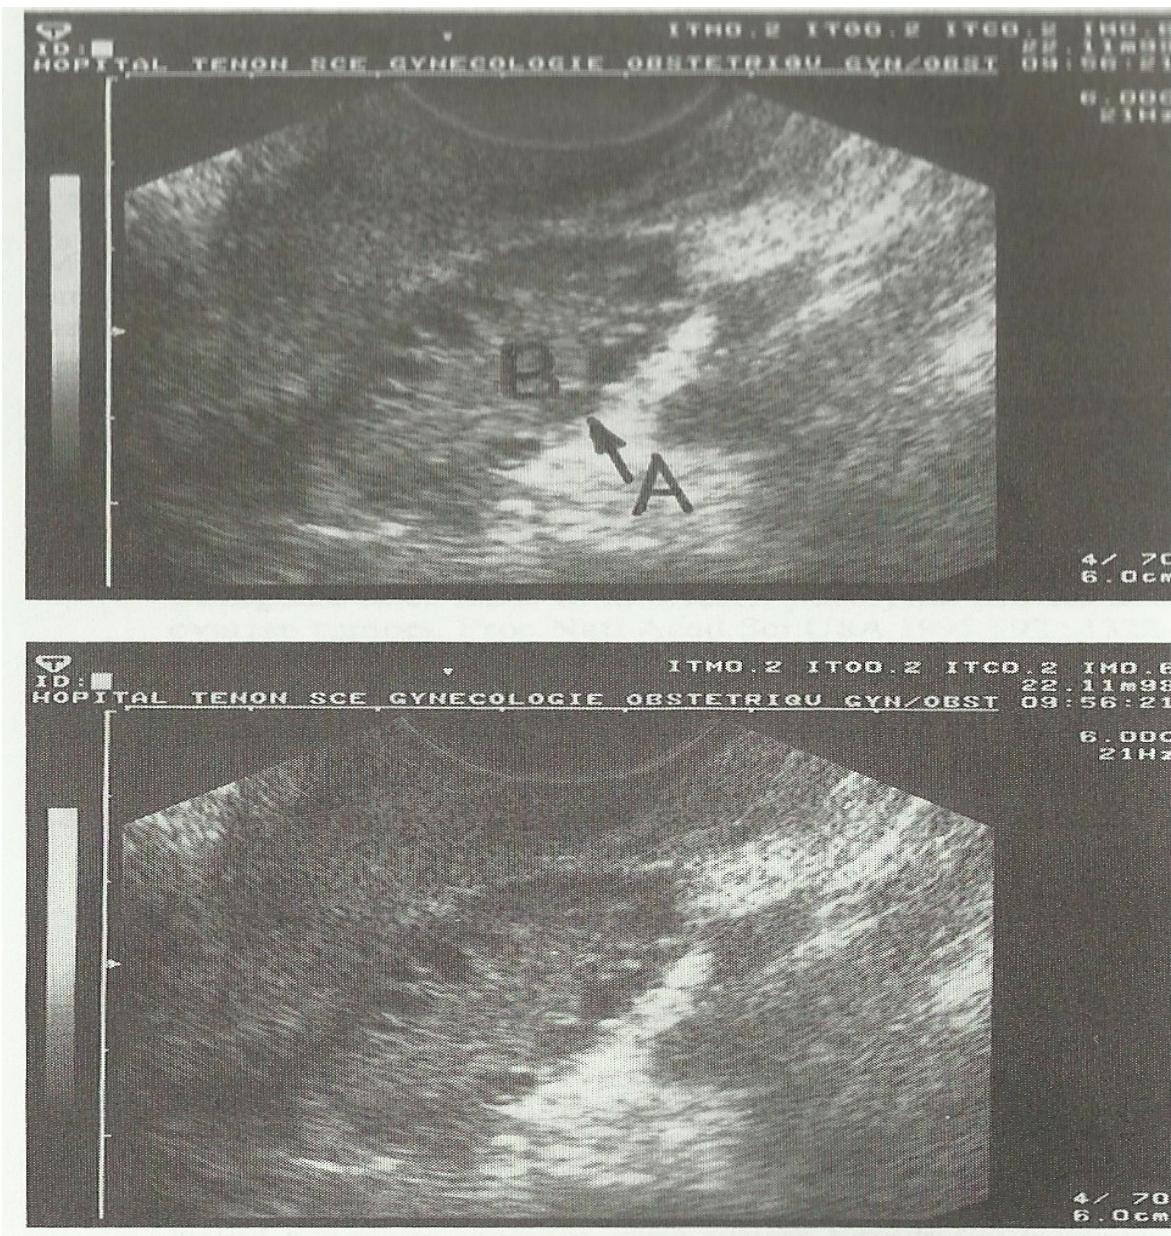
Aspect échographique de l'ovaire dans le cadre du SOPK à J12 du cycle[27]
